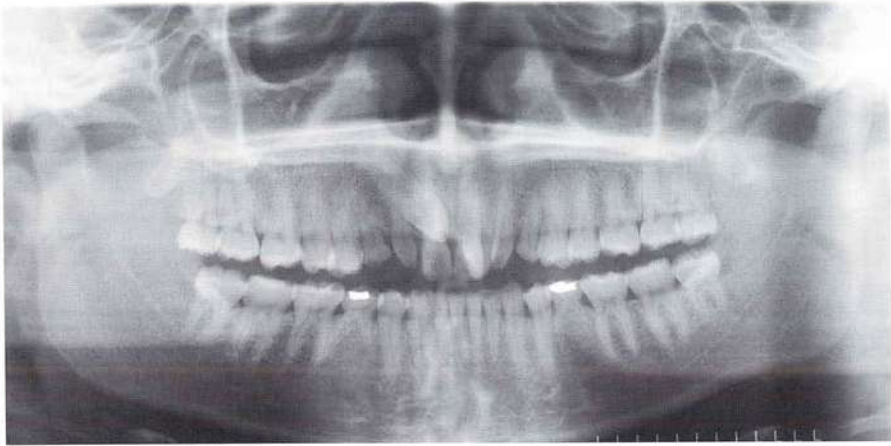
La radiografía panorámica muestra la erupción ectópica de los caninos superiores, incisivos laterales superiores pequeños y la falta de segundos premolares inferiores. La combinación de hallazgos parece tener una base genética.
